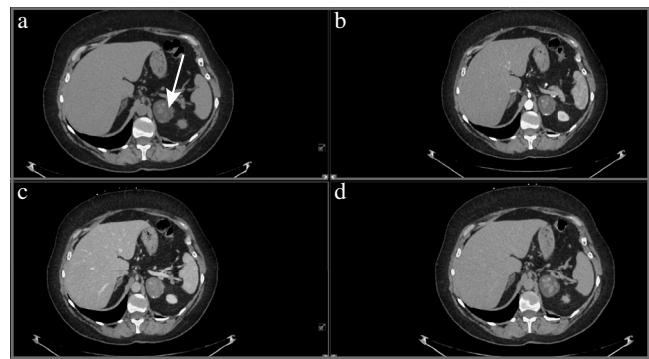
Коллизионная опухоль левого надпочечника (рак в структуре аденомы). МСКТ, аксиальная проекция: *a* – нативная фаза; *b* – артериальная фаза; *c* – венозная фаза; *d* – отсроченная фаза. В левом надпочечнике определяется округлое образование (стрелка) пониженной плотности с четкими ровными контурами, неоднородной структуры за счет наличия мягкотканых включений, интенсивно накапливающих контрастный препарат, со слабым его вымыванием в венозную и отсроченную фазы.
